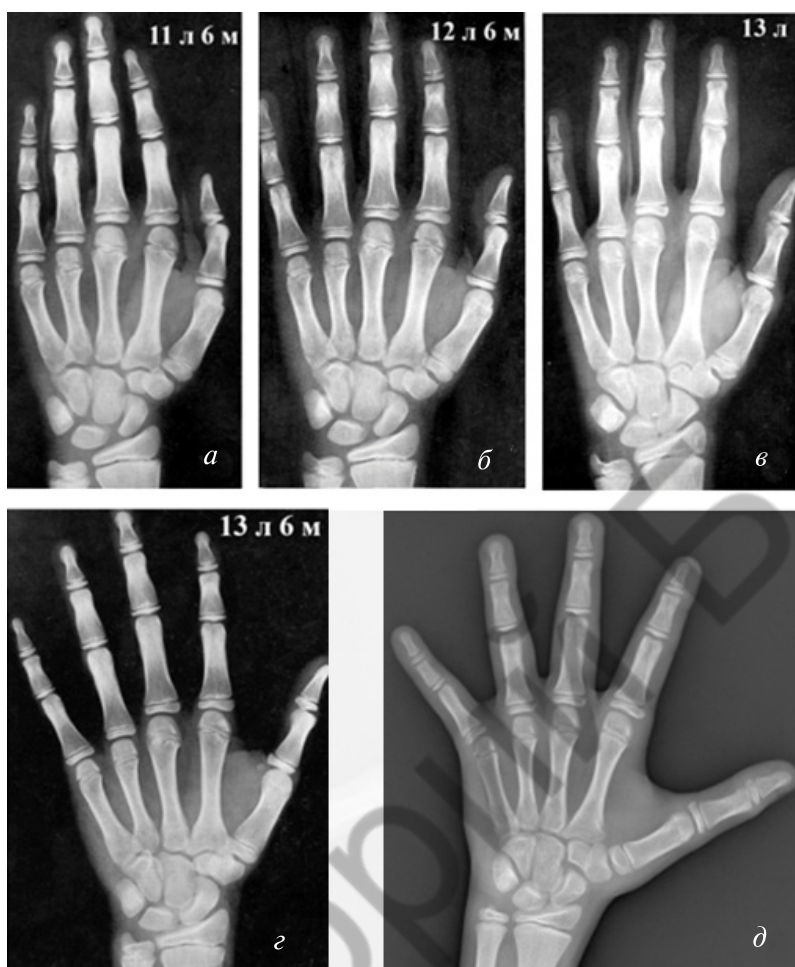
Эталоны по возрастам из атласа GreulichPyle (а–г) и рентгенограмма пациента № 2 (д)
